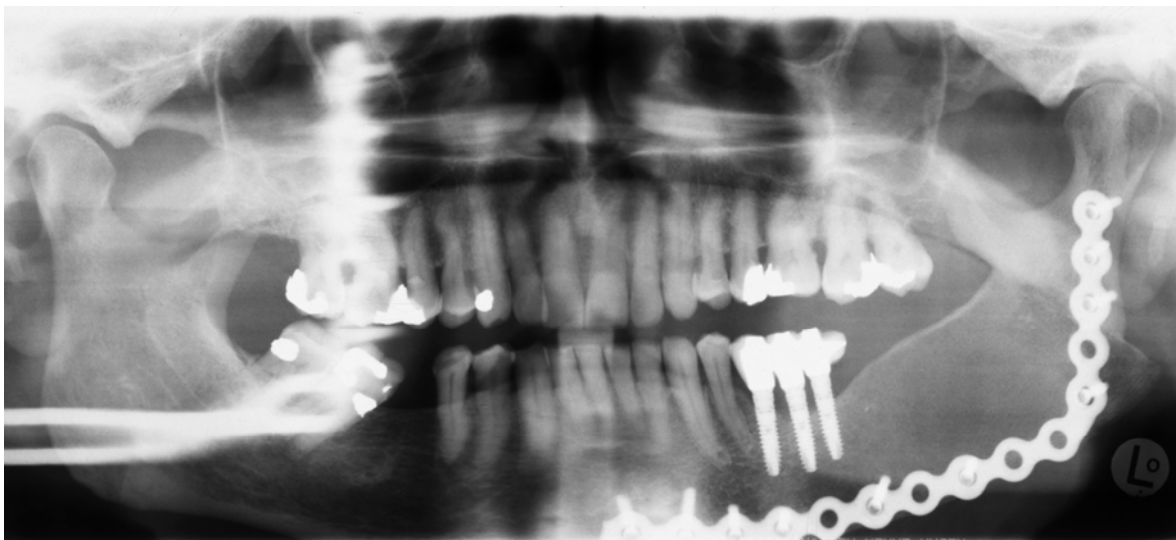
Orthopantomogramm mit Implantaten im Bereich des Beckenkammtransplantates Unterkiefer links
